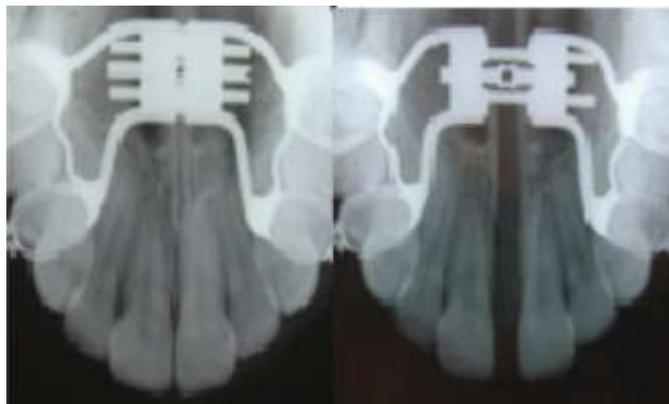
Radiographies avant et après disjonction. Extrait de UNIODF, bulletin 32, mars 2007 : Chirurgie orthognathique et orthopédie dento-faciale de MERCIER J. <http://www.uniodf.org>
